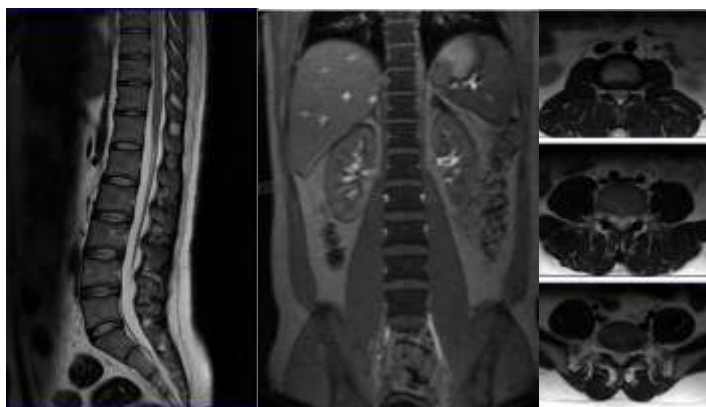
Imágenes de resonancia magnética de columna lumbar potenciada en T2 se muestra cortes sagitales, coronales y axiales
